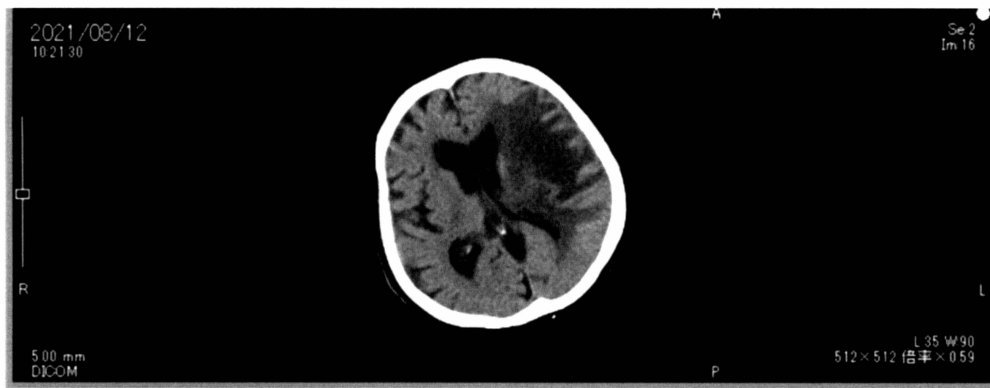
CT on reveals the low density area with mass effect which suggests malignant brain tumor in the left temporoparietal lobe
